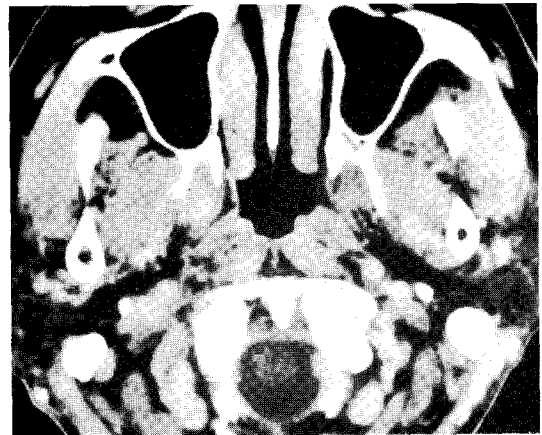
Normal CT anatomy of the nasopharynx. Post-contrast axial CT image at the level of the nasopharynx shows typical appearance of the nasopharyngeal airway. Soft tissue plane of the nasopharynx is visualized by contrast with fatty parapharyngeal space.
